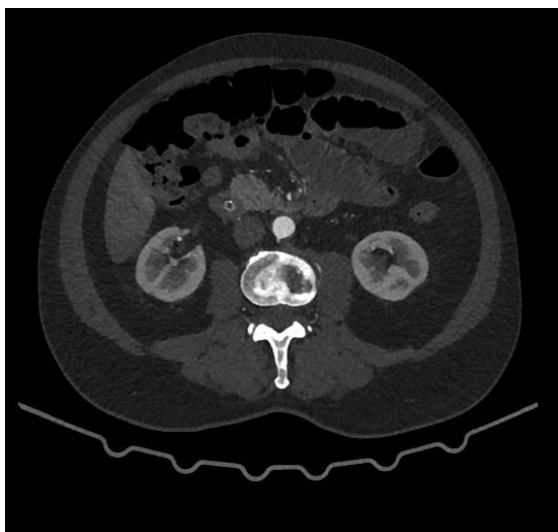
КТ-ангиография. Аксиальный срез
